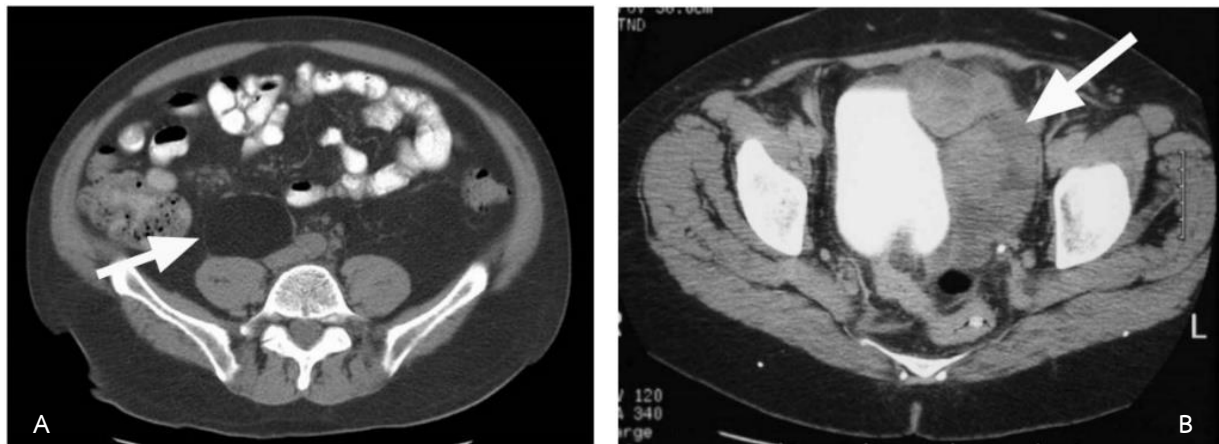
CT scan show retroperitoneal sarcoma (A, B)
